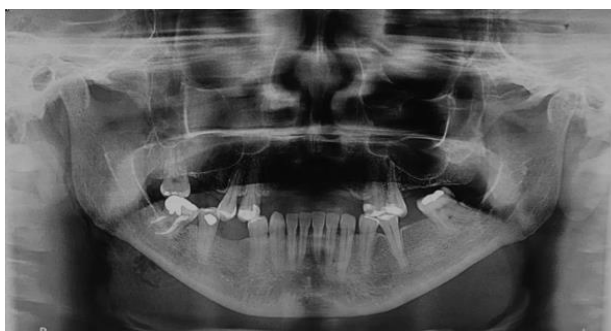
Radiografia panorâmica pré-intervenção não demonstrando sequestro ósseo. (Acervo pessoal)
